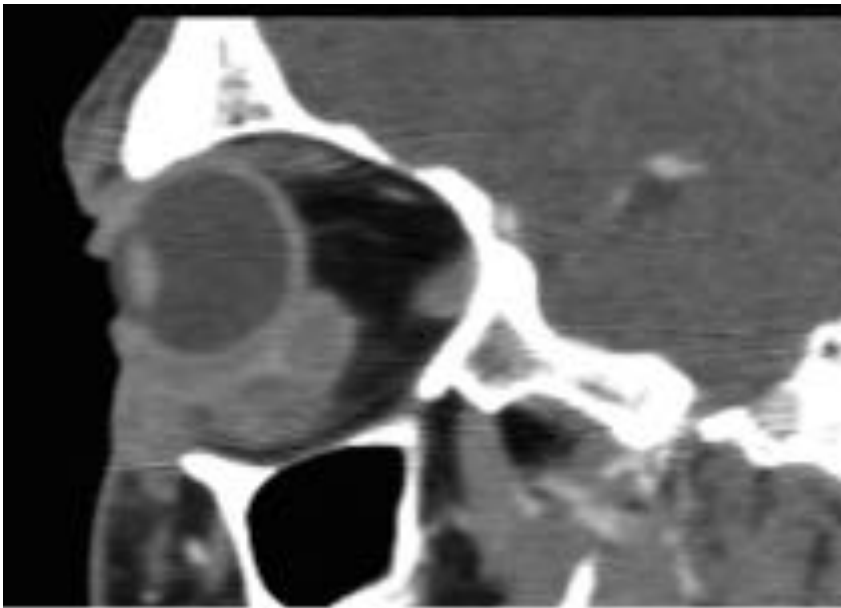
HEMANGIOMA CAVERNOSO RETROOCULAR. Estudio de TC sin contraste, corte sagital, del mismo paciente que las imágenes anteriores, en el que se corroboran los hallazgos visualizados en la resonancia magnética. El nervio óptico no está en contacto con la lesión y presenta una morfología, tamaño e intensidad de señal normales.
